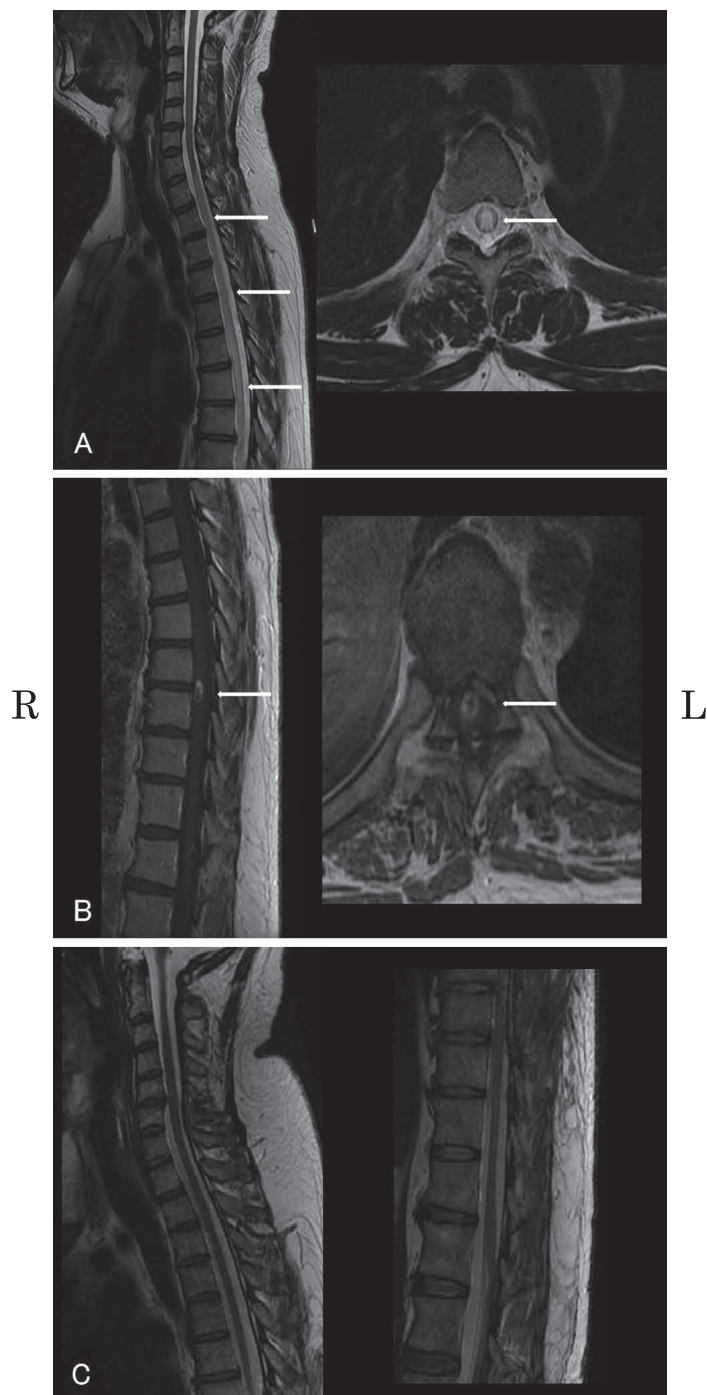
MRI of the cervical and thoracic spinal cord.
